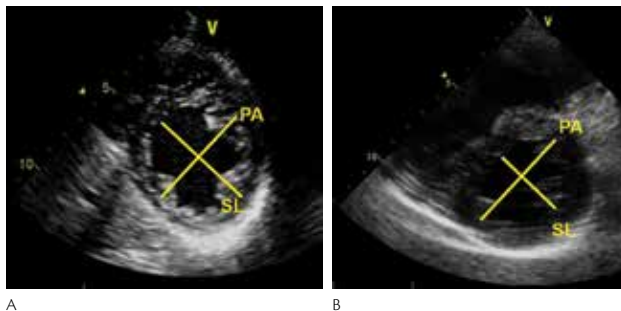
Measurement of eccentricity index. Parasternal short-axis views at papillary muscle level showing the measurement of anteroposterior (AP) and septolateral (SL) diameters for calculation of eccentricity index. In a normal subject (A) and in a patient with pulmonary hypertension (B).
